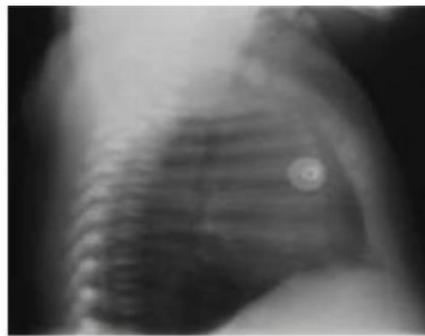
Posisi foto Toraks Supine (Sumber Mc Grew Hill Australia. 2012.
